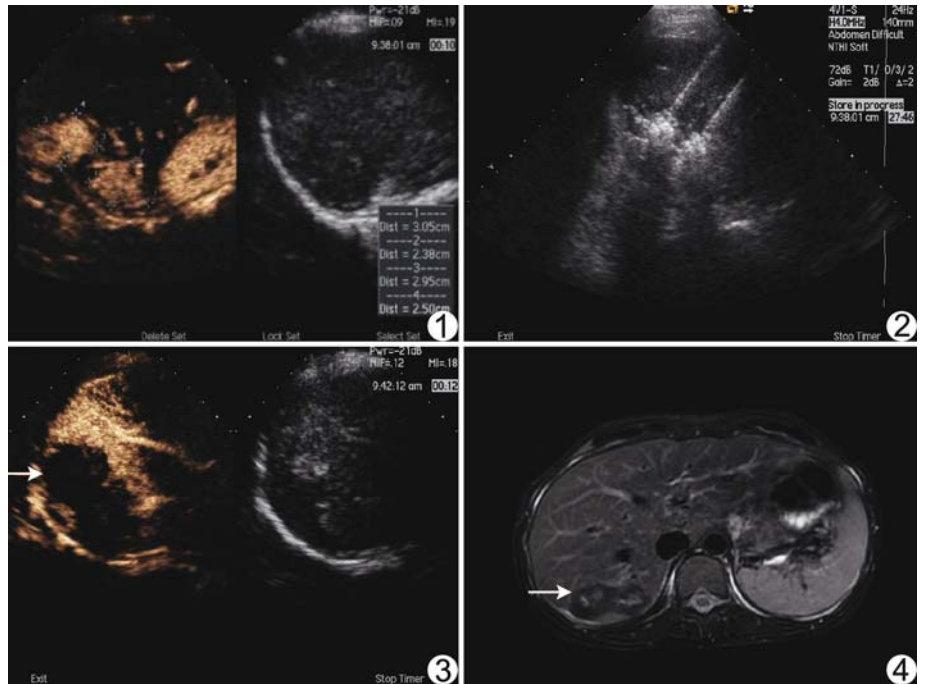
患者女,32 岁,胰腺神经内分泌癌术后 28 个月,CEUS 发现肝脏动脉期高增强病灶,大小分别为 3.3 cm×2.3 cm、3.1 cm×2.4 cm 图 2 以 2 根微波天线插入肿瘤的预设部位,开始辐射射时可见强回声覆盖针尖 图 3 微波消融后 3 天,CEUS 检查示原高增强区为无灌注(箭),提示肿瘤完全坏死 图 4 消融后 1 个月 MRI 示短 T2 信号,提示肿瘤完全坏死(箭)
